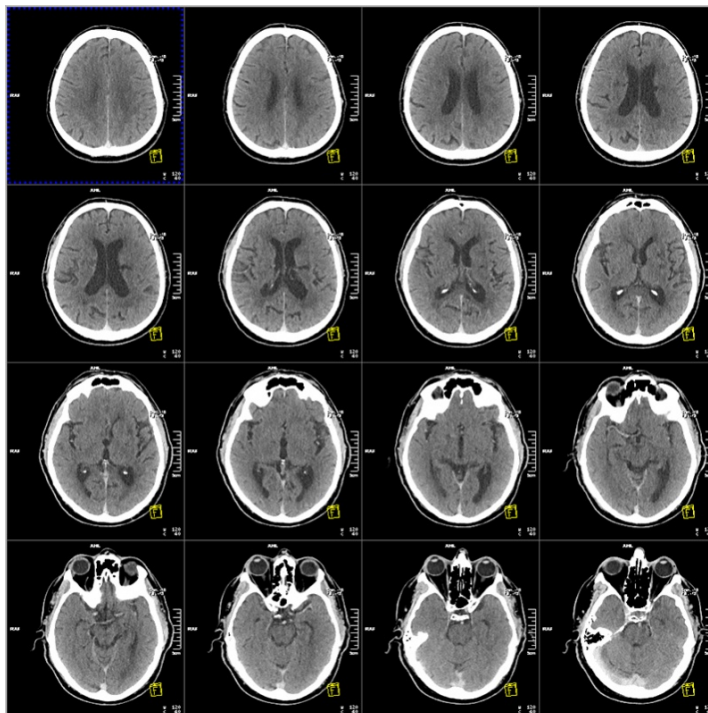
Результат компьютерной томографии мозга
